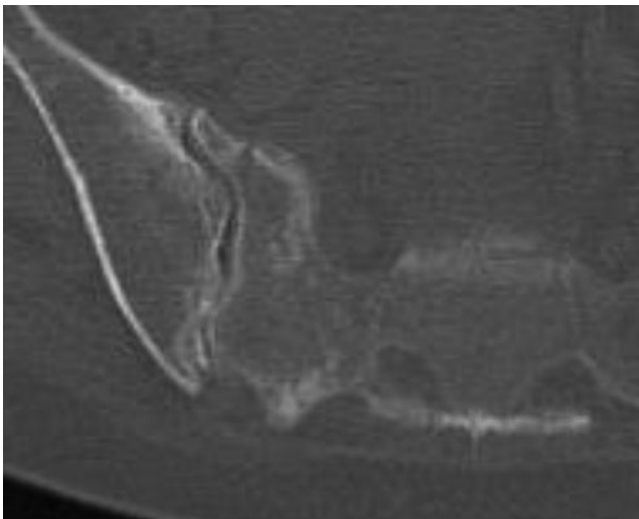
◀ CT des Beckens axial: Sakrumfraktur rechts
